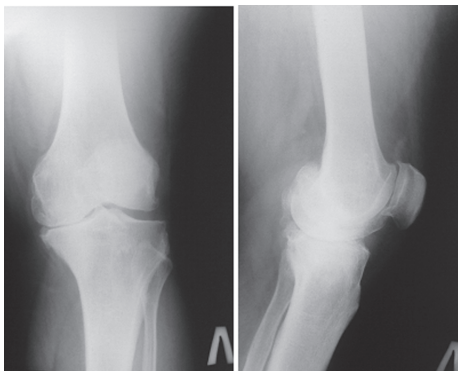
Рентгенограммы пациентки Р. Диагноз – вторичный левосторонний гонартроз IV ст.
